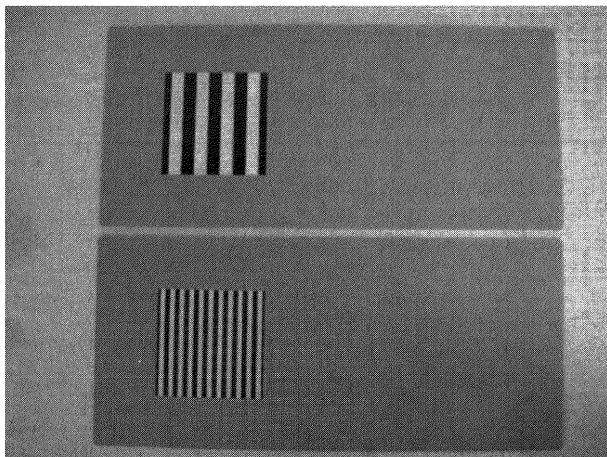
TAC-IIカード (by Stereo Optical Co., Inc.)
